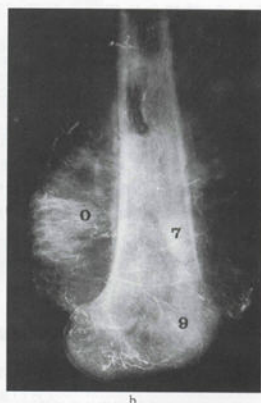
Gosselin 三角 X 线平片
